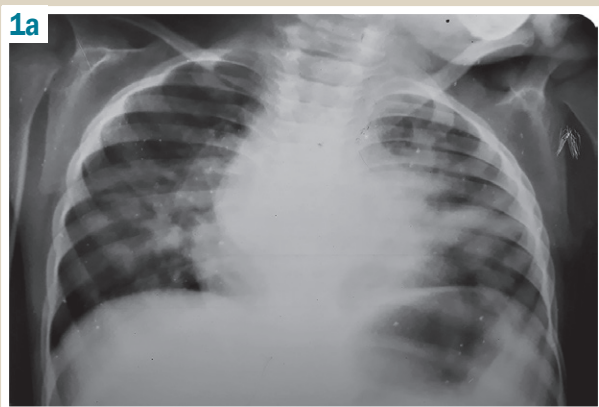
Рентгенологічне обстеження легень при надходженні в стаціонар: а – оглядова рентгенограма; б – томограма: в обох легенях вогнищево-фокусна інфільтрація однорідної структури, корені розширені, не структурні з нечітким зовнішнім контуром унаслідок гіперплазованих лімфатичних вузлів.
